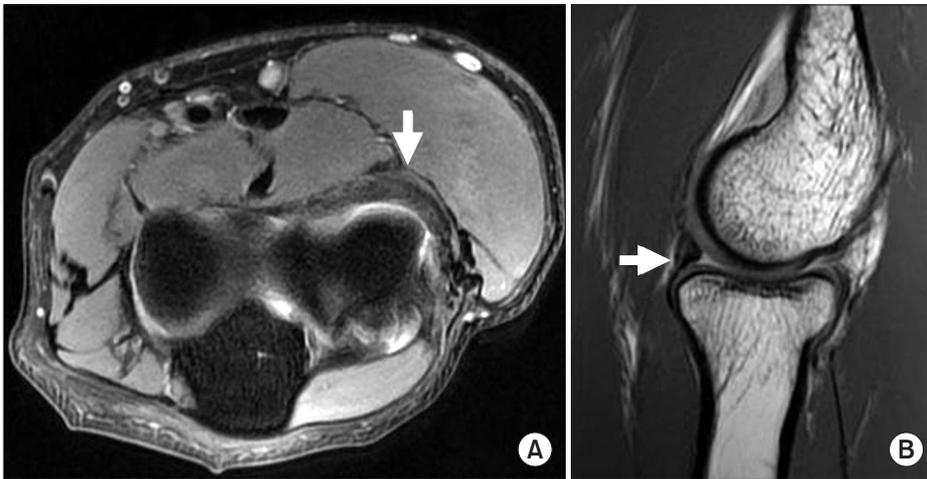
A band-like structure with low signal intensity (white arrows) was observed on (A) an axial T1-weighted image and (B) a sagittal T2-weighted image located at anterior to the radiocapitellar joint.
